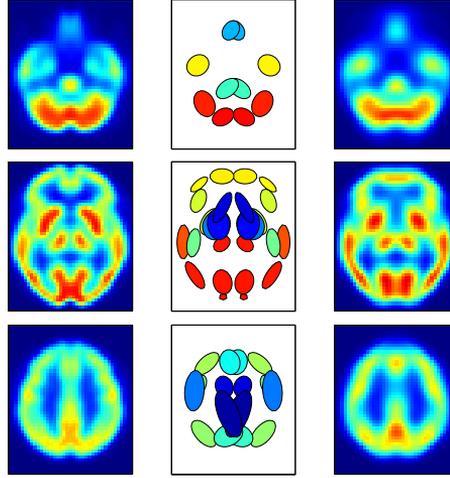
Left column: different slices of the original image derived from SPECT image of average normal subjects. Central column: location of the ROIs; the ellipses show the regions of the Gaussians with values larger than 50% of the total height and the colors indicate the intensity of the Gaussians. Right column: reconstructed image from the obtained Gaussians.
